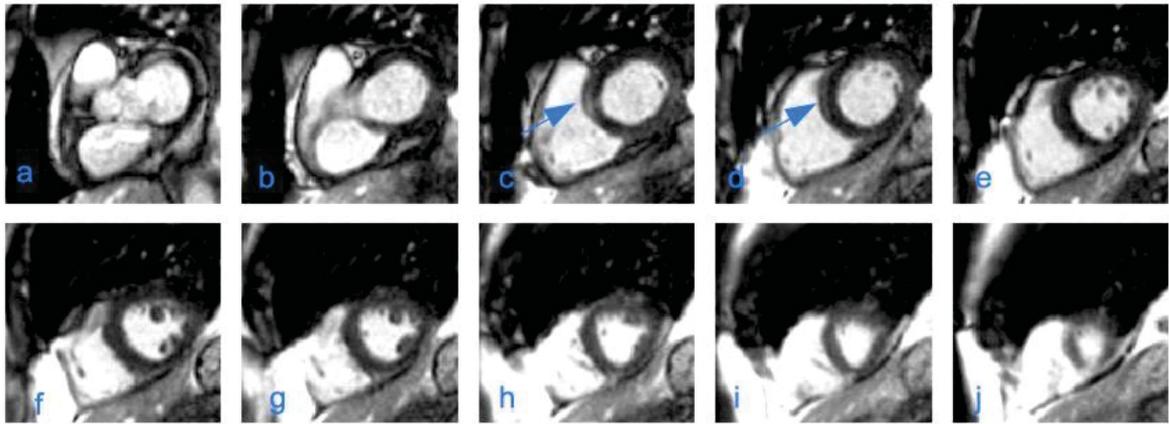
a-j: MRT eines Patienten mit subaortaler Fibrose. —▶ intramurale Signalanhebung subaortal septal als Zeichen der Fibrose. SSFP 2D. Fortlaufende Schnitte.
